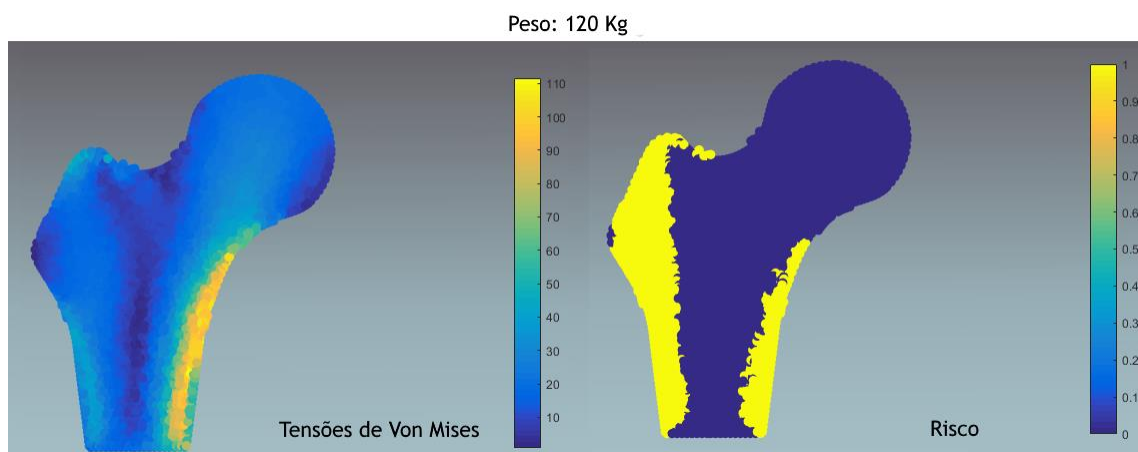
Resultados da análise do fémur de um indivíduo com 120 Kg, radiografia 1.
